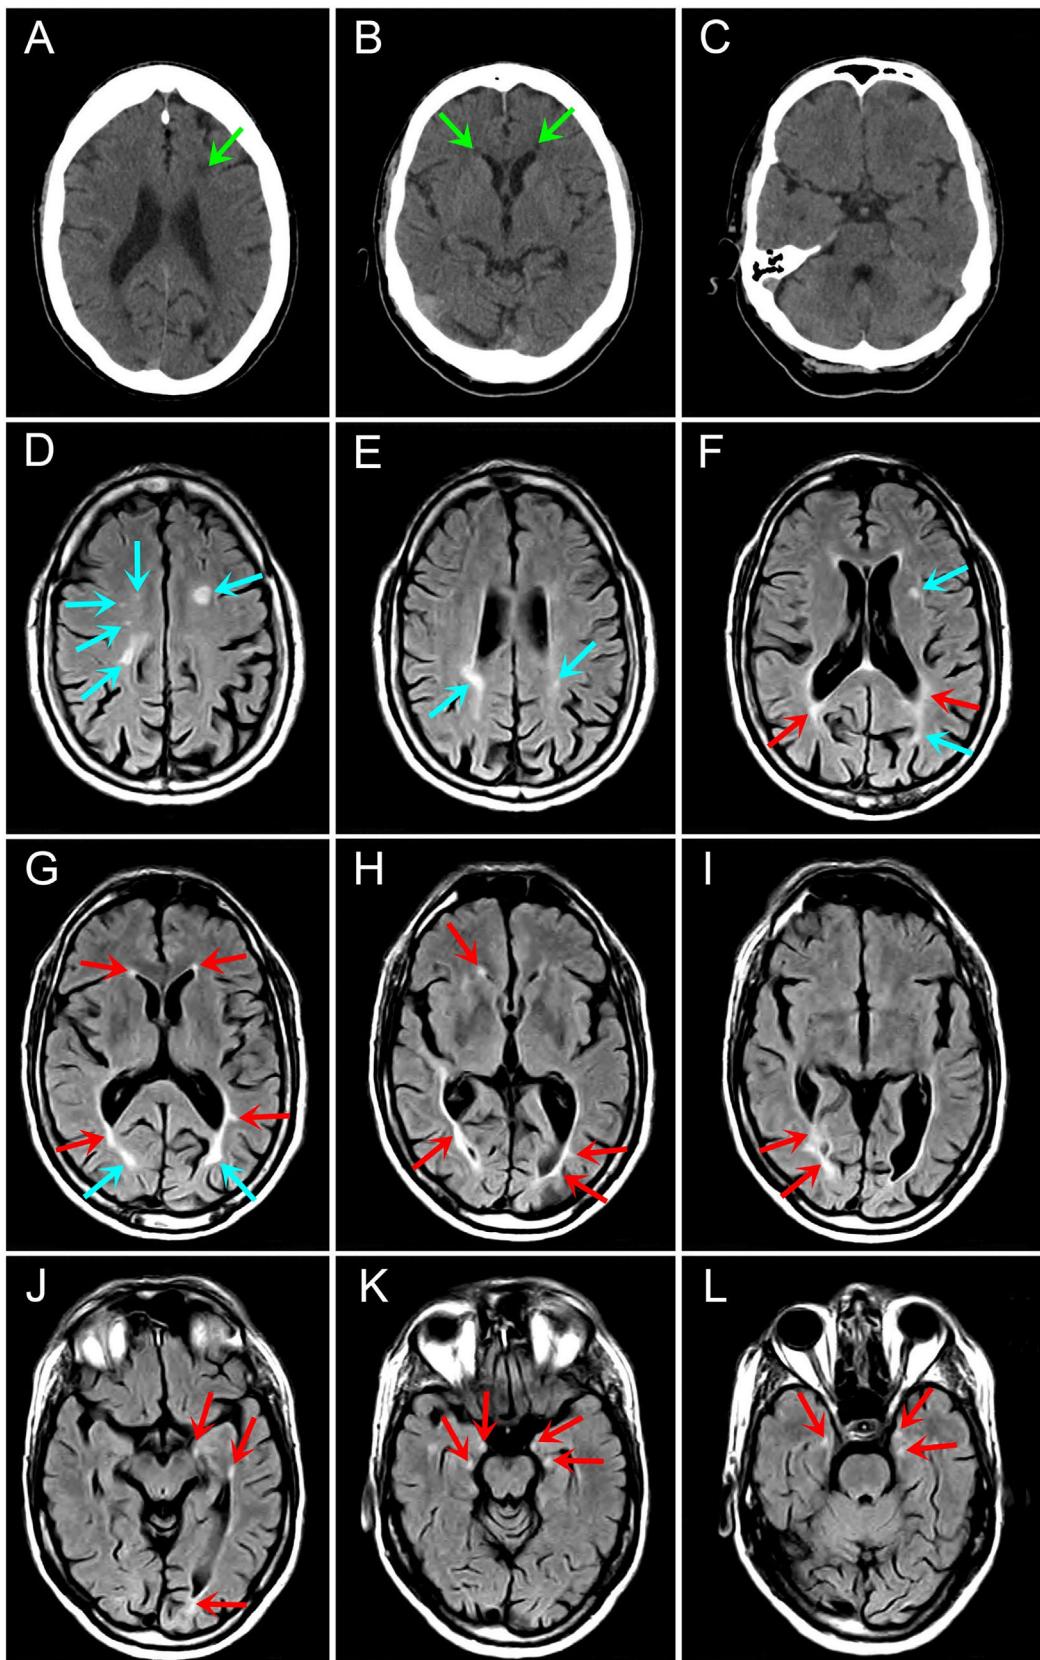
Pruebas de neuroimagen efectuadas al inicio y durante el seguimiento del paciente. A-C) TAC craneal en la presentación clínica (sin contraste): se revela la presencia de lesiones hipodensas subcorticales inespecíficas, mal delimitadas, en la región periventricular de ambos hemisferios cerebrales y en la parte anterior del lóbulo frontal izquierdo (flechas verdes), probablemente
